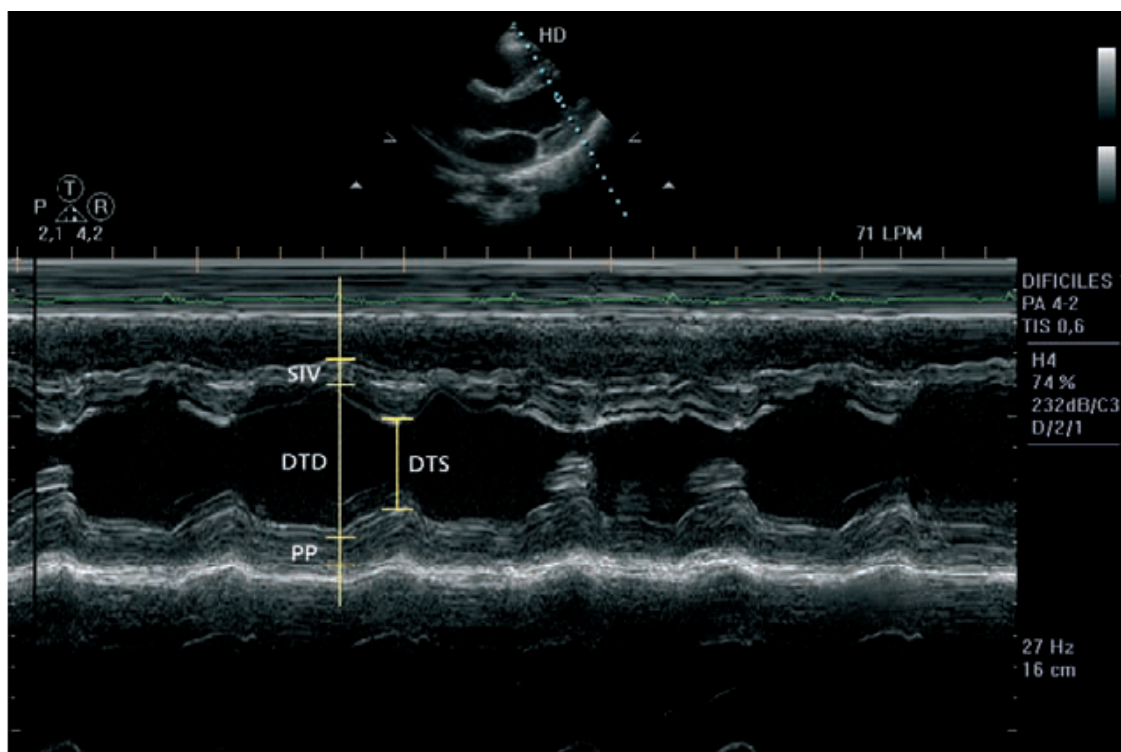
Cuantificación de los espesores y diámetros ventriculares izquierdos según el método ASE (ver texto) en un ecocardiograma normal.
